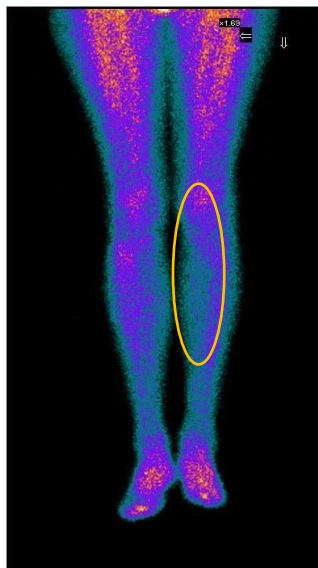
Пример сцинтиграммы пациента с областью обеднения микроциркуляции, куда вводится дополнительное количество препарата
